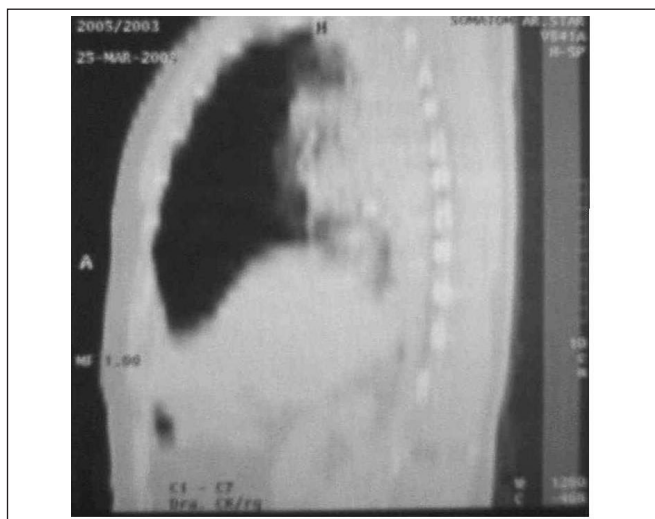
Profile Chest CT-Scan
